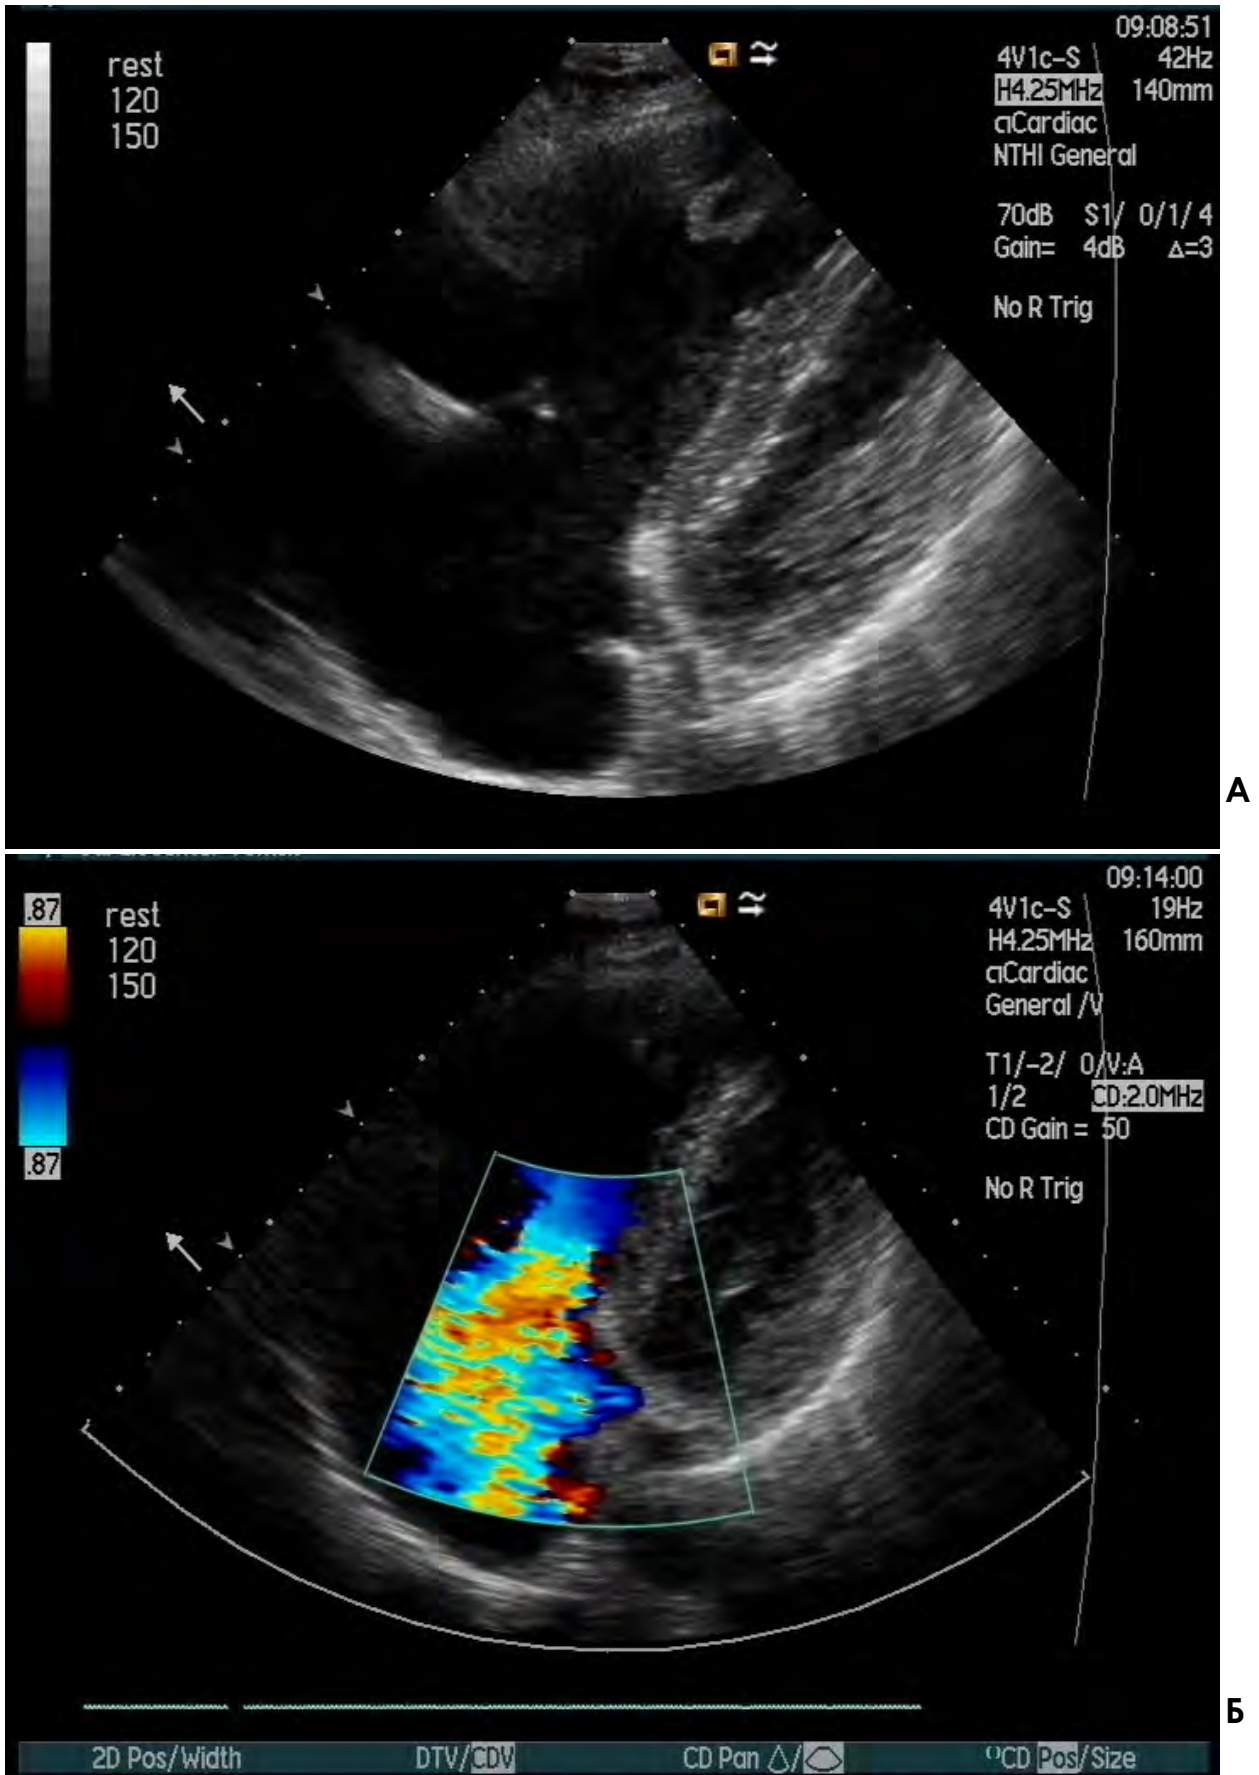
Поражение трехстворчатого клапана. Трансторакальная эхокардиография. Апикальный доступ. Акцент сделан на правые камеры сердца
